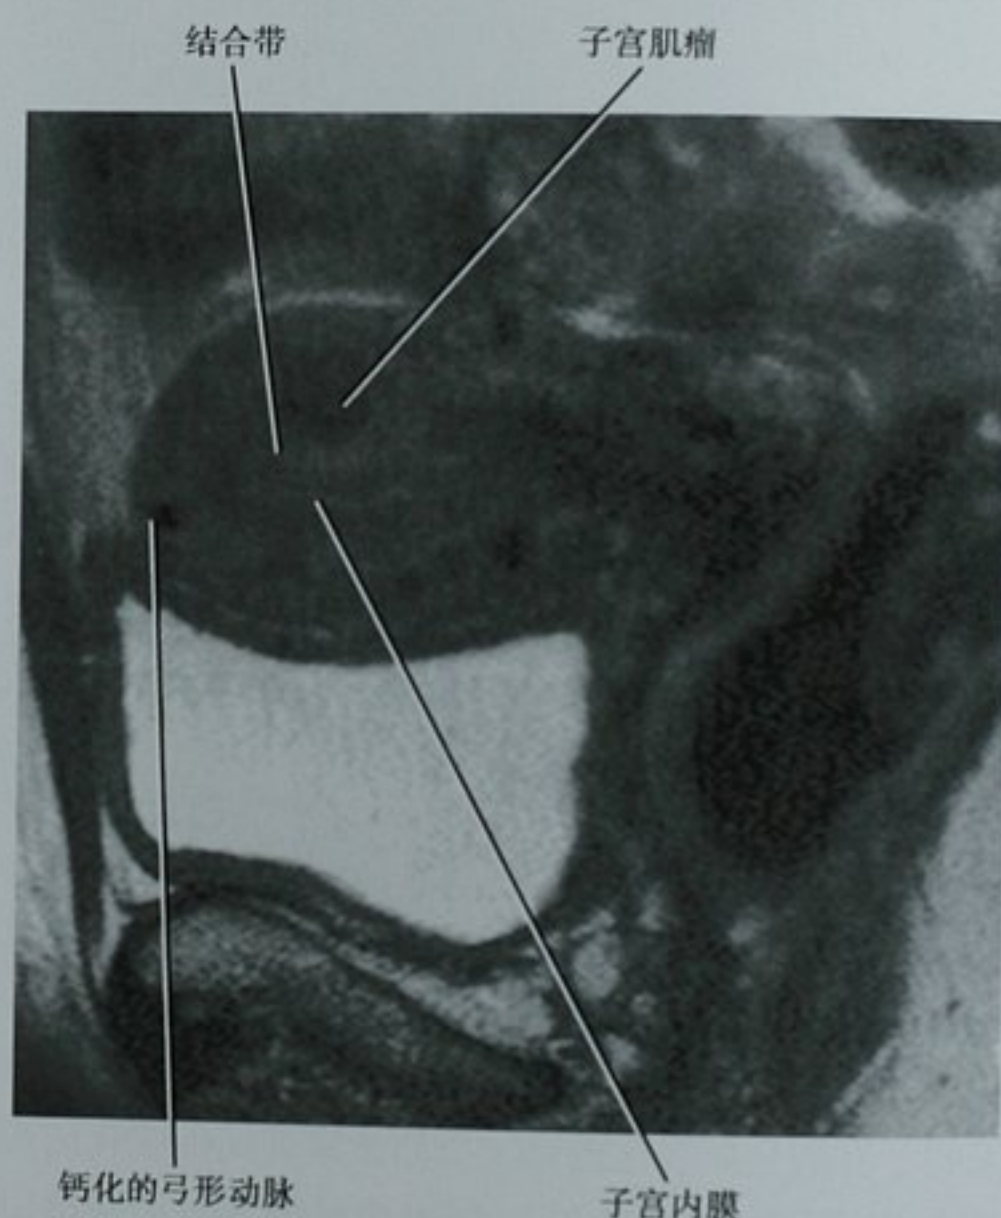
绝经后子宫的矢状面 T2 加权 MRI 图像。带状解剖结构较图 21-11 模糊
